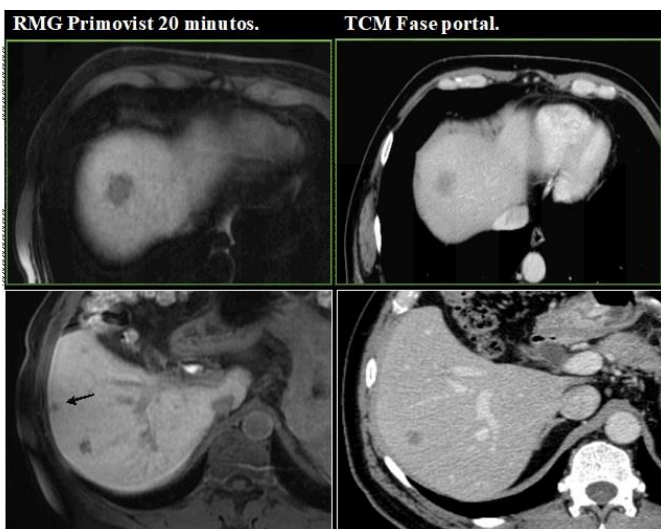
Imágenes comparativas de metástasis detectadas mediante resonancia magnética con contraste hepatoespecífico (RMG) y tomografía en fase portal (TCM); la flecha negra muestra imagen subcentimétrica en RMG no detectada mediante TCM.
